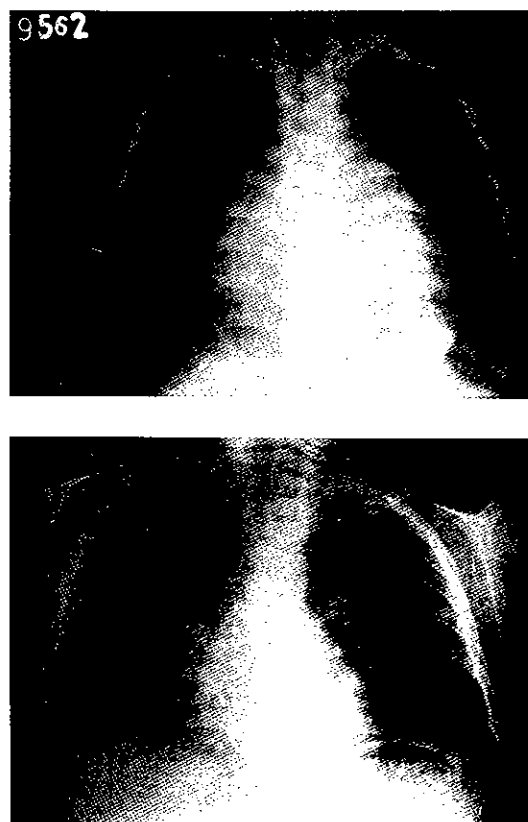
(A) Telerradiografia de tórax em PA evidenciando aumento do índice cárdio-torácico, antes da punção pericárdica. (B) Normalização.
